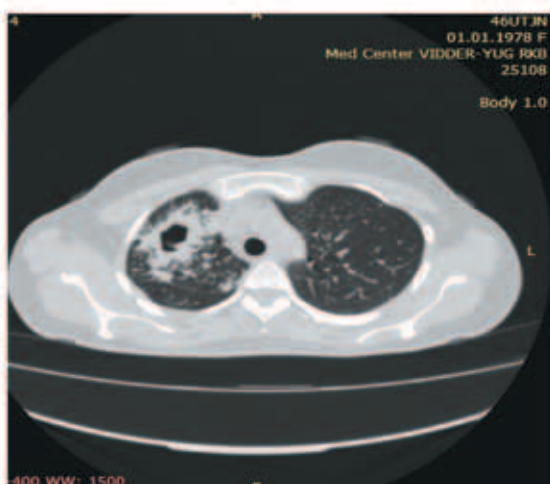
КТ органов грудной клетки пациентки К.С. перед началом терапии (от 12.08.2014 г.)
